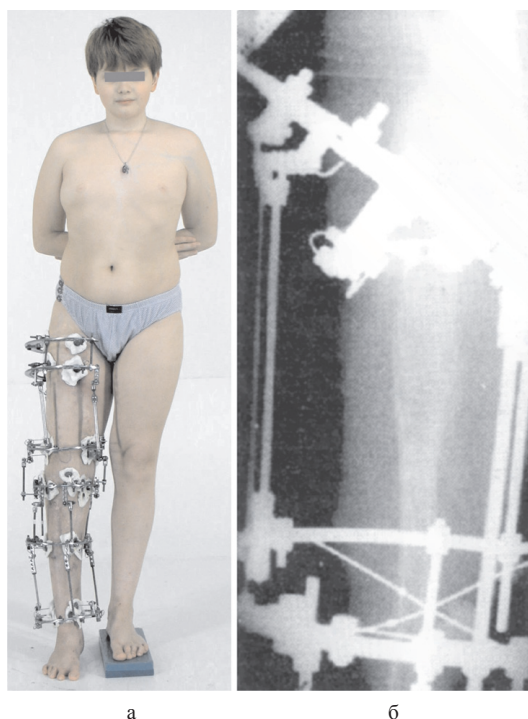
Фото больного 10 лет (а) и рентгенограмма бедра в прямой проекции в процессе удлинения (б)
